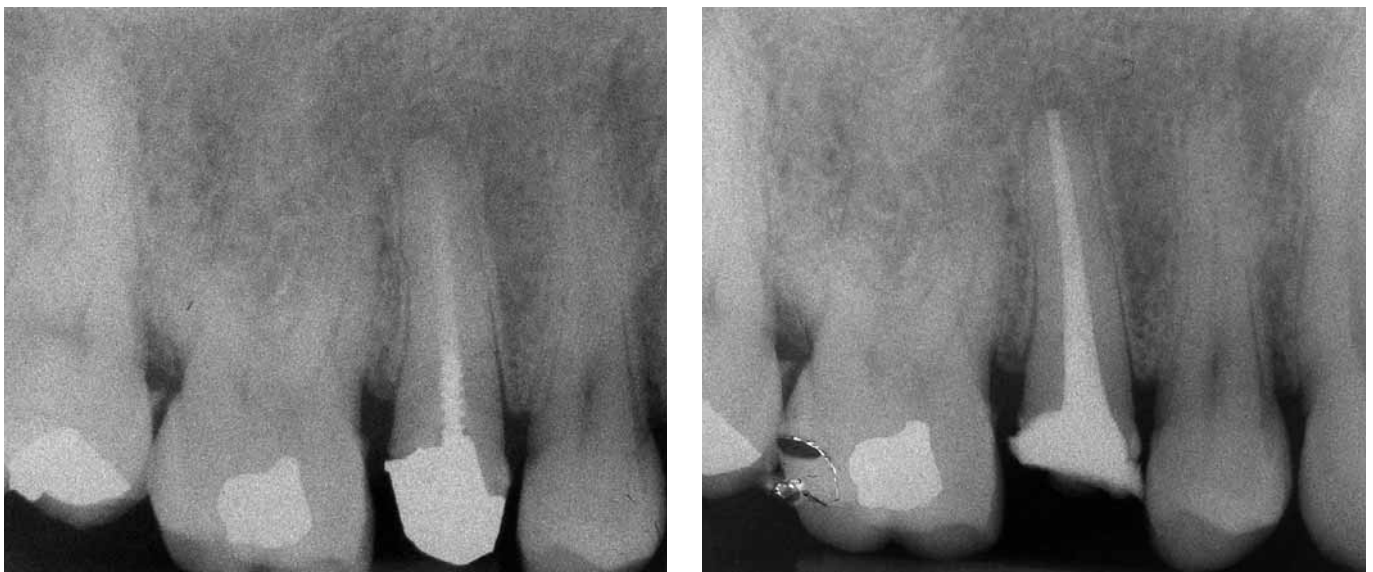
Rx preoperatoria di un secondo premolare superiore con una vite metallica intracanalare e ricostruzione coronale in amalgama (a). Radiografia post-operatoria dell'otturazione canalare (b). Il perno è stato rimosso eliminando l'amalgama coronale in modo da esporre la testa del perno e ruotandolo con una punta ad ultrasuoni.
